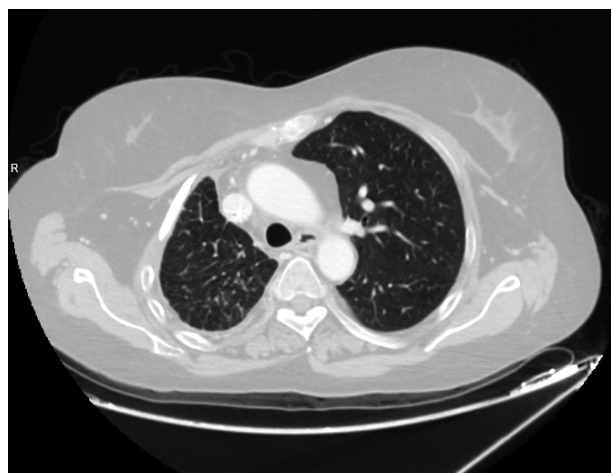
TC total body dopo otto mesi di trattamento.
